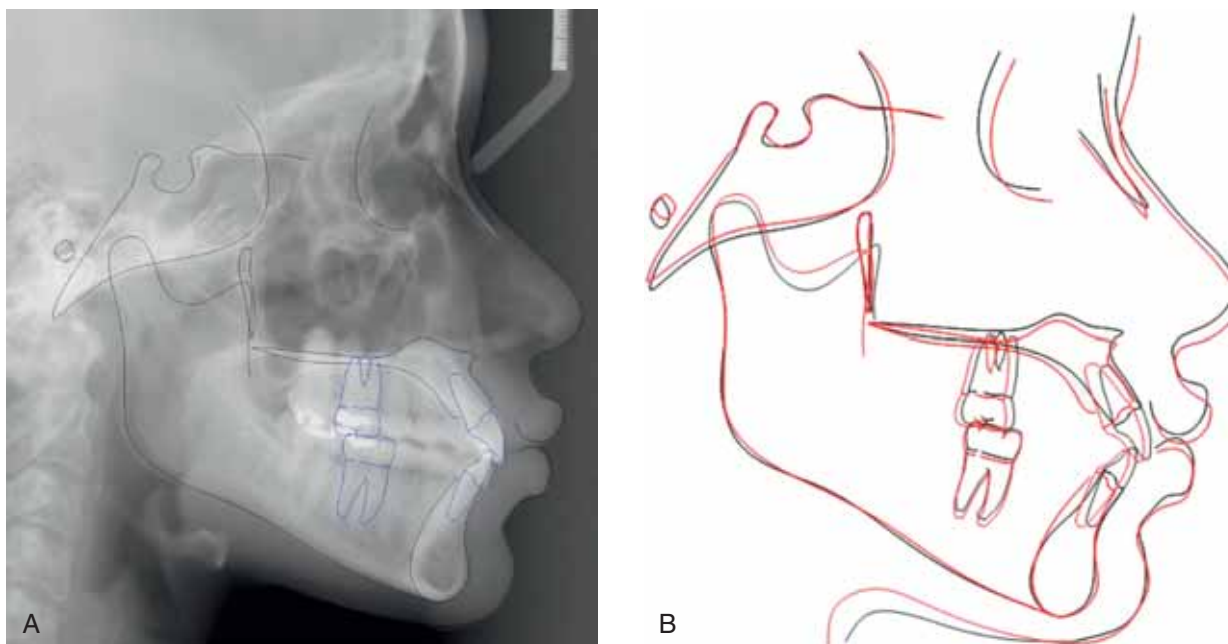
A, Teleradiografia latero-laterale post-trattamento. B, Sovrapposizione. Nero, pre-trattamento; rosso, post-trattamento.
